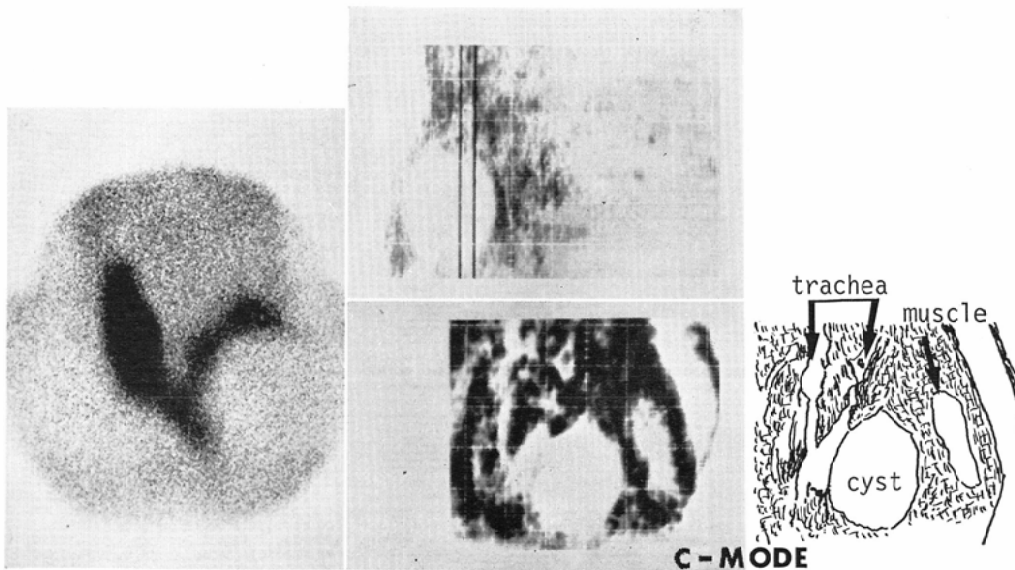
Large thyroid cyst and also the cervical muscle are demonstrated as anechoic in C-mode ultrasonography.
